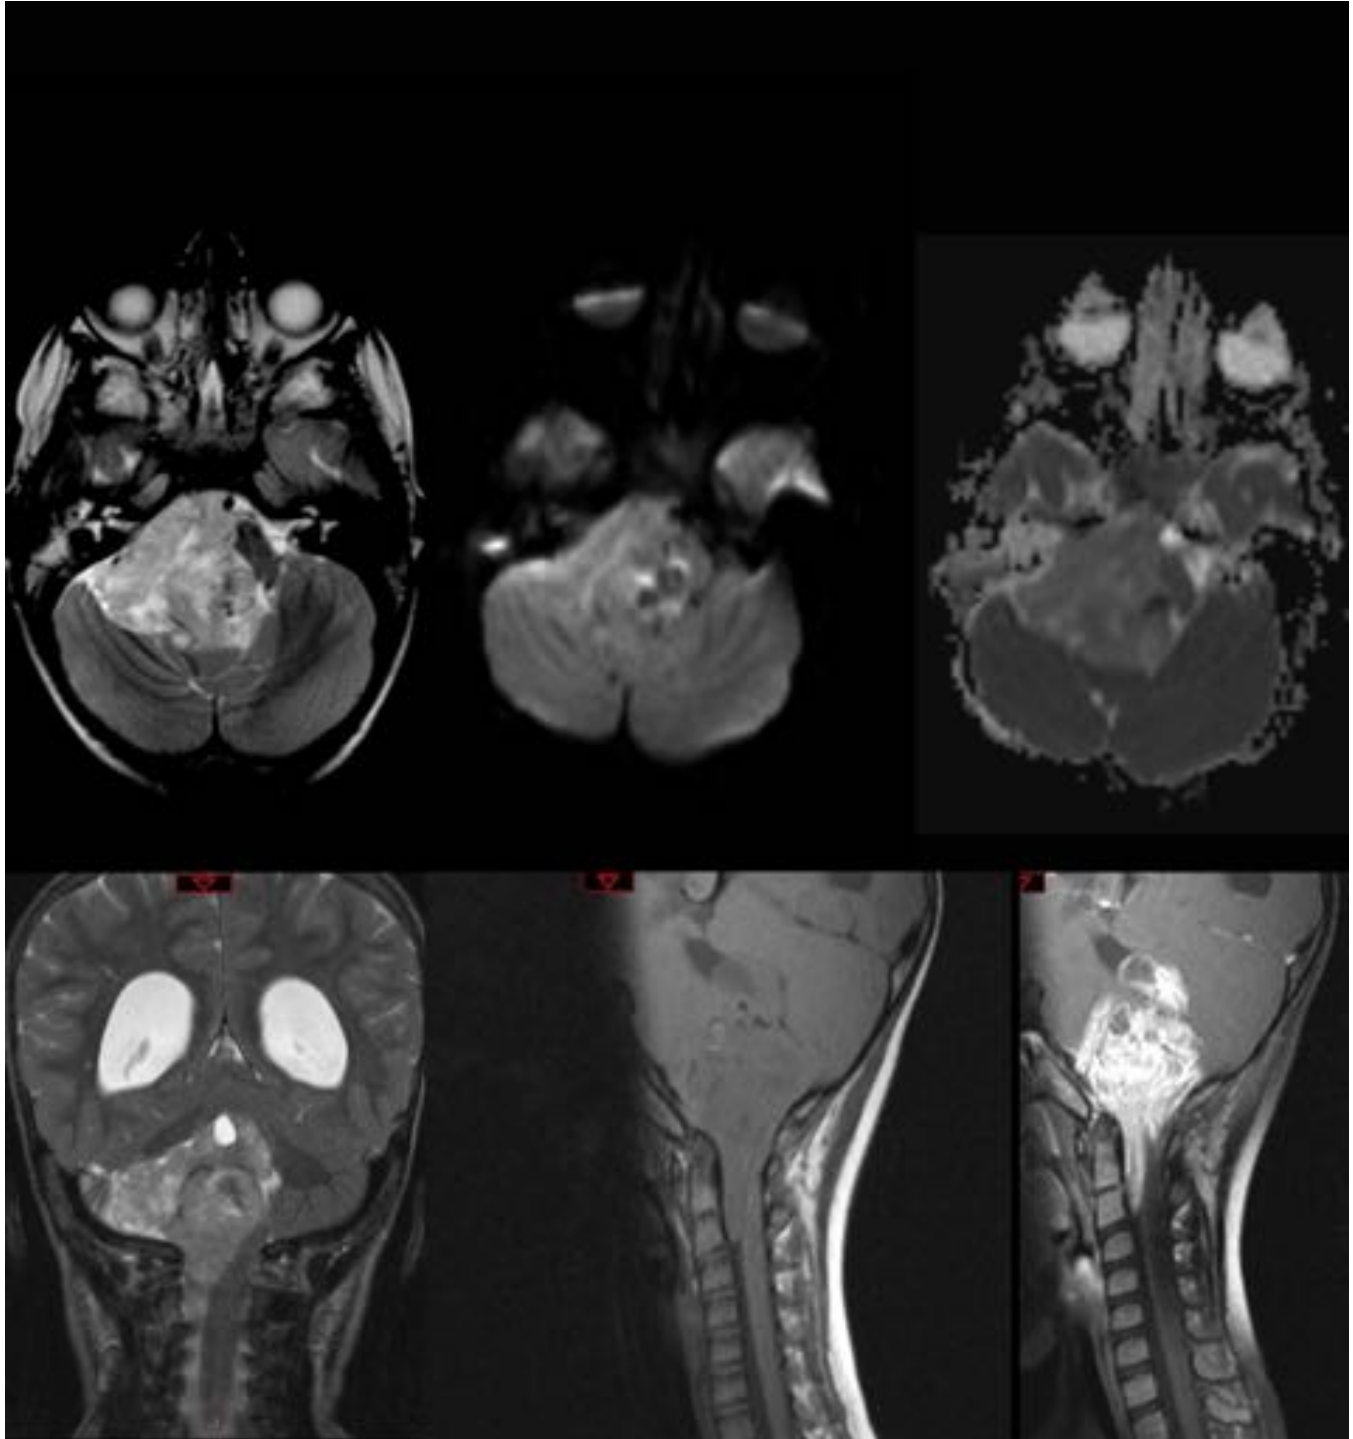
Niña de 2 años con marcha atáxica de 3 semanas de evolución. Gran tumoración sólida del suelo del IV ventrículo que provoca hidrocefalia activa secundaria. Invade el vérmix cerebeloso y se comporta como un tumor plástico: se extiende hacia la cisterna del APC derecho y hacia el canal medular cervical, ocupando el espacio premedular. T1+C: Realce muy intenso y heterogéneo. DWI: No restricción (D/D con meduloblastoma). A.P: Ependimoma anaplásico (Grado III de la OMS; ki67 del 80%).
